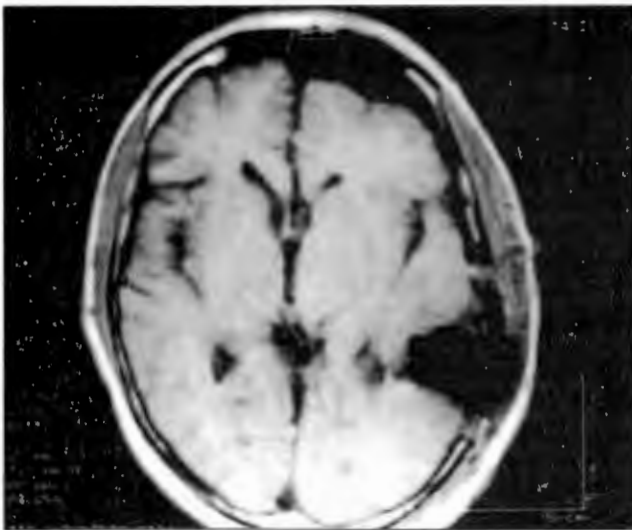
Caso 7. IRM con contraste. Postoperatorio inmediato
